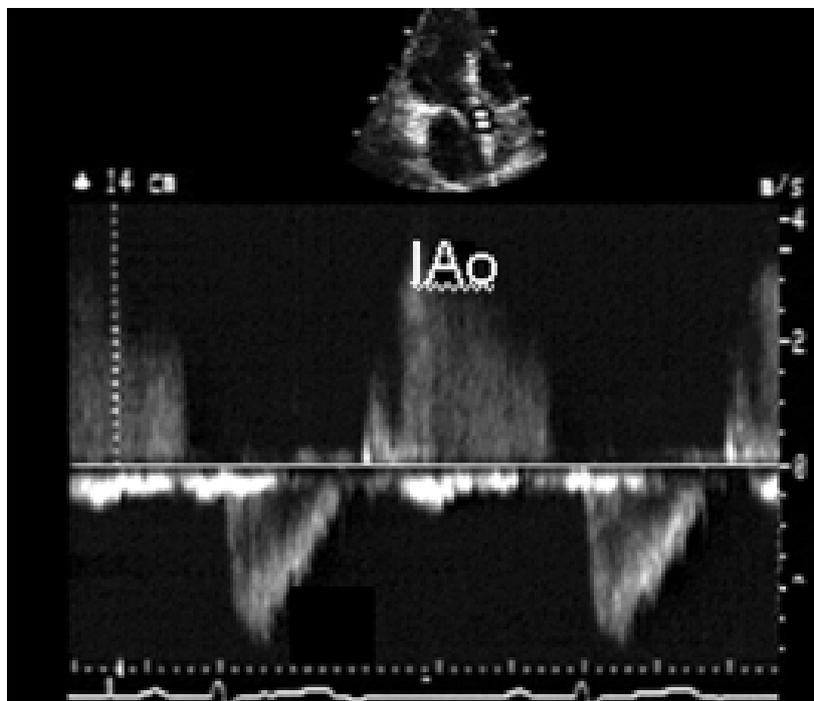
Echocardiographie Doppler. Insuffisance aortique.
